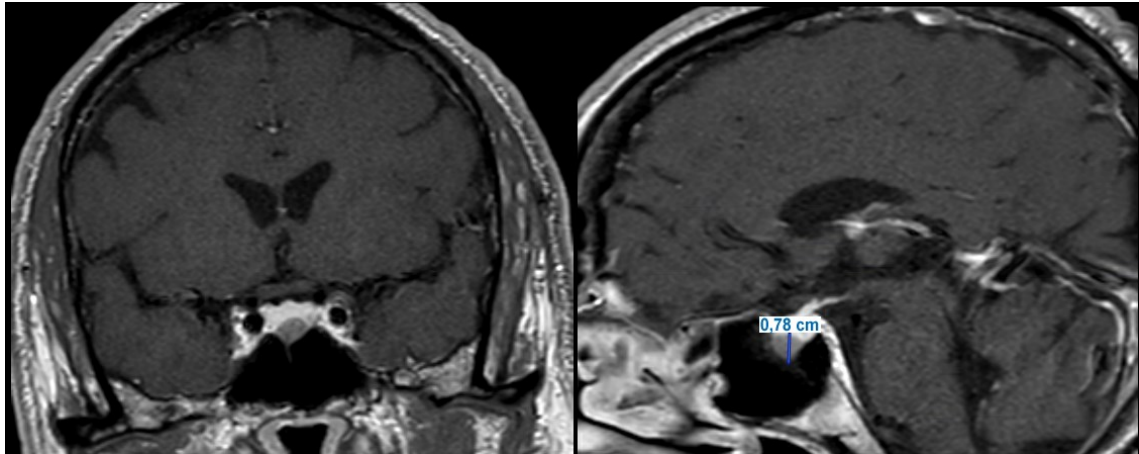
MRT eines Patienten unserer Kohorte mit somatotropem Mikroadenom
